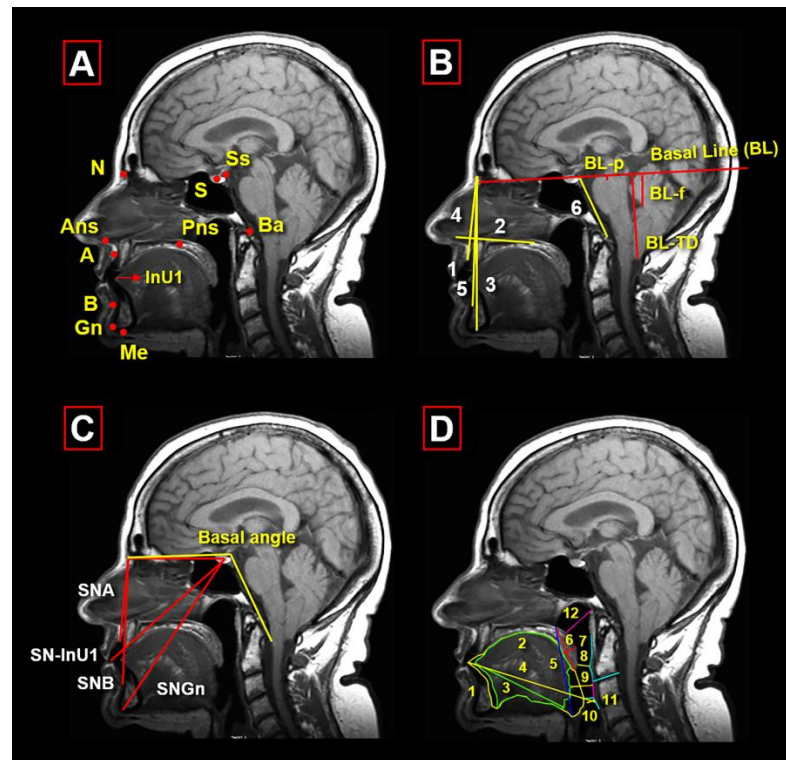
MRI protocol of cephalometric and CNS measurements: A) Cephalometric cranial bone points: A: Point A, Ans: Anterior nasal spine, B: Point B, Ba; Basion, Ds: Dorsum Sellae, Gn: Gnathion, Me: Menton, N: Nasion, S: Sella Turcica; Pns: Posterior nasal spine. B) Linear cephalometric measurements: N-Me (anterior facial height) distance from N to Me; Ans-Pns (maxilla length) Distance from Ans to Pns; Me-(Ans-Pns) (infero-anterior facial height) Distance from Me to perpendicular line formatted by the Ans-Pns points; N-A: Distance from N to A; N-B: Distance from N to B; N-Me (anterior facial height): Distance from N to Me and Clivus length: The distance between the top of the Ds and the Ba. C) Angular measurements: ANB angle (dental Malocclusion): Point A-N-Point B; Basal Angle: N-Ds-Ba, SNA angle (maxilla position): sella-N-point A; SNB angle (mandible position): Sella-N-point B; SN-Gn (facial shape): Sella-N-Gonion; SN-UIA (incisive angle): Sella-Nasion-UIA; Wackenheim's angle: line drawn along the clivus prolonged downwards to meet a line tangential to the most posterior aspect of the odontoid process. D) Oropharyngeal cephalometric measurements and CNS parameters: (1) Oral cavity area: It was estimated from a single MRI sagittal slice and the surface delimited by the following boundaries: the tip of the central incisor, following the maxilla and soft palate, the epiglottis, the vallecula, the most anterior and superior point on the body of the hyoid bone, base of tongue and the genial tubercle, (2) Lingual area: Estimated following the contour of the tongue where the boundaries are defined by the following points: tip of the tongue, soft-tissue menton, vallecula, hyoid bone, and genial tubercle, (3) Lingual length: Defined as a straight line running from incisor teeth to vallecula, (4) Anteroposterior pharyngeal cavity diameter: A straight line from upper IT to the posterior pharyngeal wall (PPW), at the level of the tip of the E, (5) Upper airway vertical length: Considered to reflect the length of the pharyngeal cavity and defined as a line from the posterior nasal spine to vallecula, (6) Soft palate length: The distance from PNS to uvula, (7) Soft palate thickness: Calculated on a line measuring the maximal thickness of the soft palate drawn perpendicular the PNS-uvula-line, (8) Velo-pharyngeal distance, (9) Oropharyngeal distance, (10) Epiglottis distance, (11) Epiglottis level, (12) Upper soft palate airway distance and Cranial and central nervous system morphometric measurements, Basal line: BL: line crossing the N and Ss points; P-BL: Pons length; F-BL: Fastigium Length; TD-BL: Tonsillar descent.
